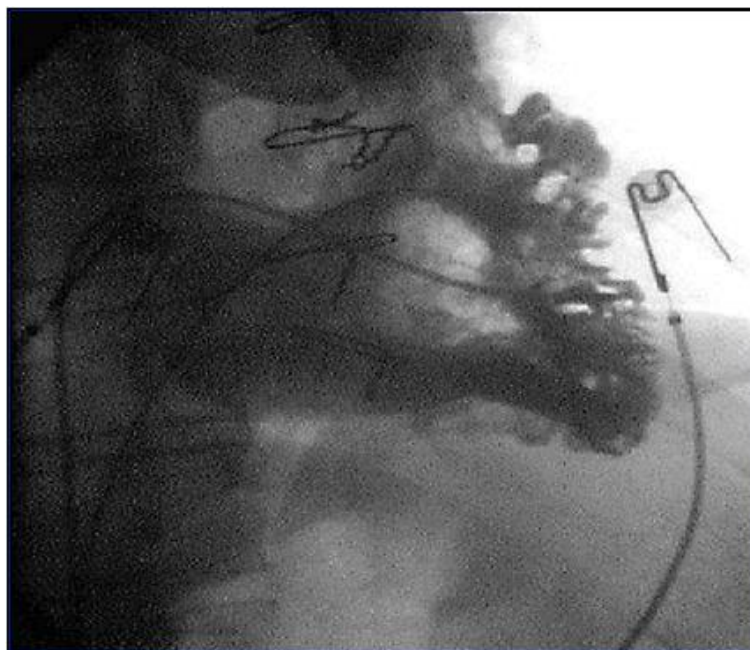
Рентгеноконтрастная вентрикулография у больного АКМП: выраженная трабекуляция ПЖ
